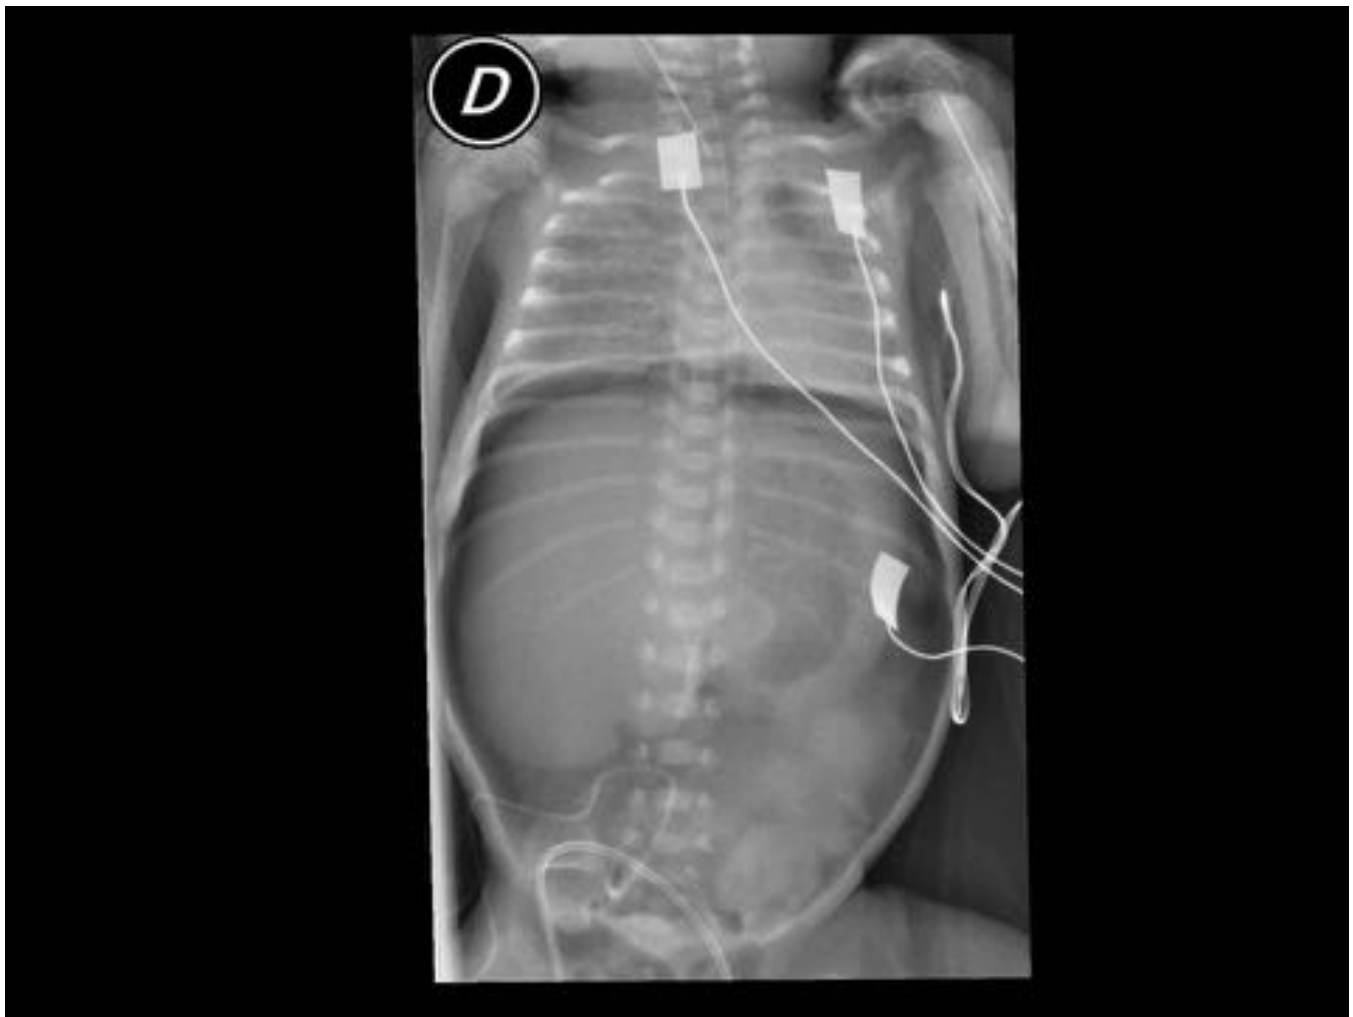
PERFORACIÓN GÁSTRICA “IDIOPÁTICA”. RNPT extremo de 3 días con shock séptico. Empeoramiento brusco de la distensión abdominal y aumento de PCR. Radiografía con neumoperitoneo masivo (que suele orientar a perforación de estómago o colon). Confirmación quirúrgica de 2 perforaciones focales en la curvatura menor gástrica, sin áreas de necrosis.
